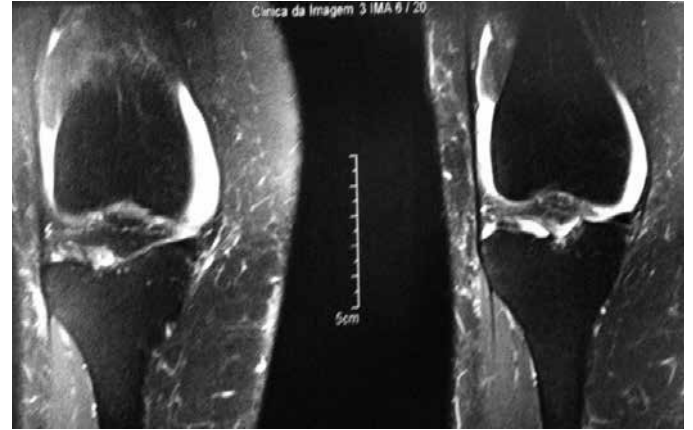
Ressonância magnética em corte coronal, foi observada lesão pediculada, de aproximadamente 4 cm em compartimento lateral, justa patelar, com hipossinal intrarticular em T2, além de lesão do menisco medial e condromalácea.
